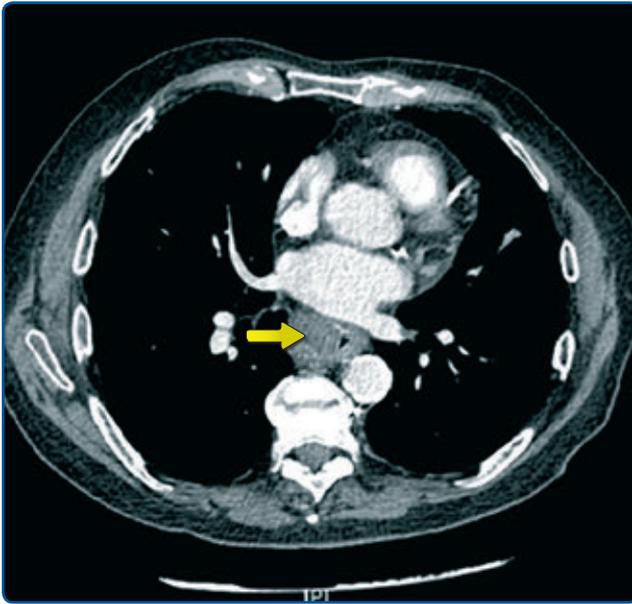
TC previa al tratamiento RT-QT (tumorcación esofágica que comienza en tercio medio hasta tercio inferior con adenopatías locorregionales sospechosas de malignidad).
